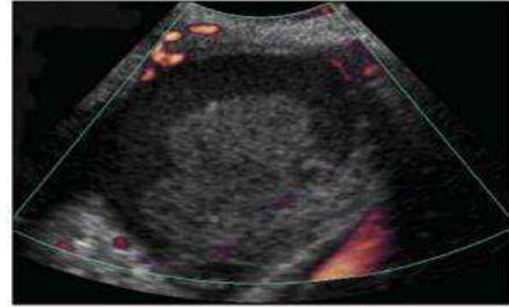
Transvaginal ultrasonografide endometrioma görünümü.
